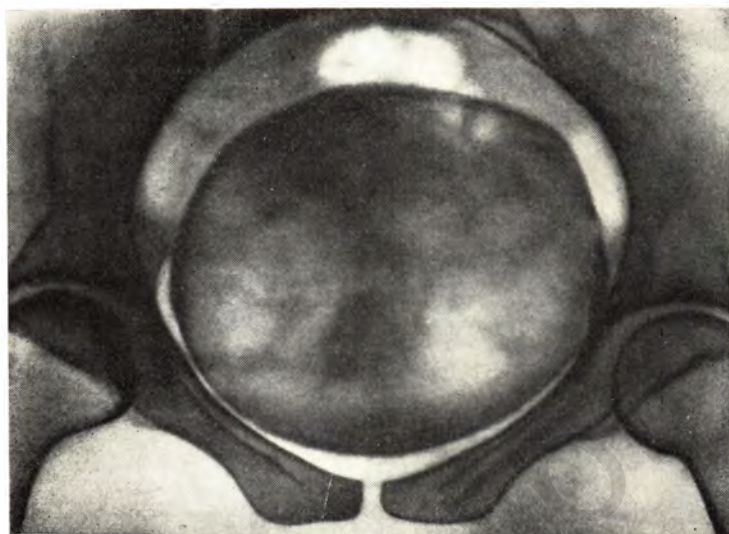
Рентгенограмма входа в таз. Округлая форма входа в малый таз. Поперечный и прямой размеры одинаковы. Ости седалищных костей умеренно выступают в полость таза.
